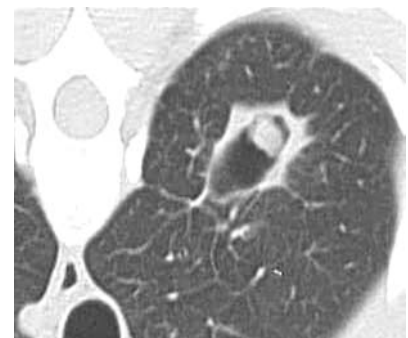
Аспергиллез легких (аспергиллема) на компьютерной томограмме.
